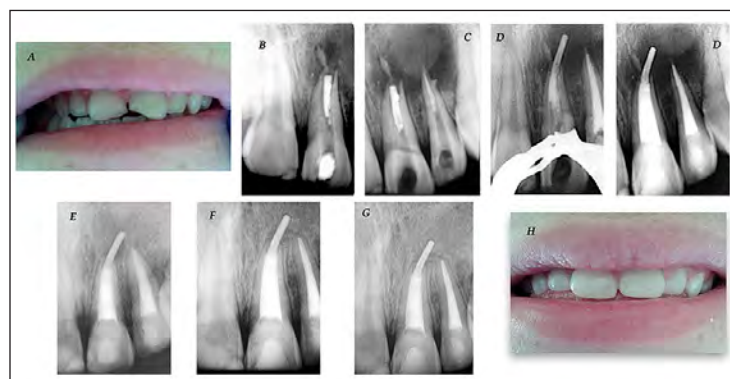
(A) Imagen preoperatoria de un niño de 14 años después de una lesión dental traumática a los 11 años (B y C) Radiografías preoperatorias que muestra una radiolucidez periapical asociado a los dientes 2.1 y 2.2 con tratamientos endodónticos deficientes (D) Sobreobturación accidental del tapón de MTA. (E) Radiografía postoperatoria que muestra el tratamiento completo con gutapercha inyectada sobre el tapón apical de MTA. (F) El seguimiento de 1 año muestra la disminución de la lesión perirradicular de PA (G) seguimiento a 6 años (H) Cuadro clínico a los 6 años sin cambio de color de la corona en la pieza 2.1.
